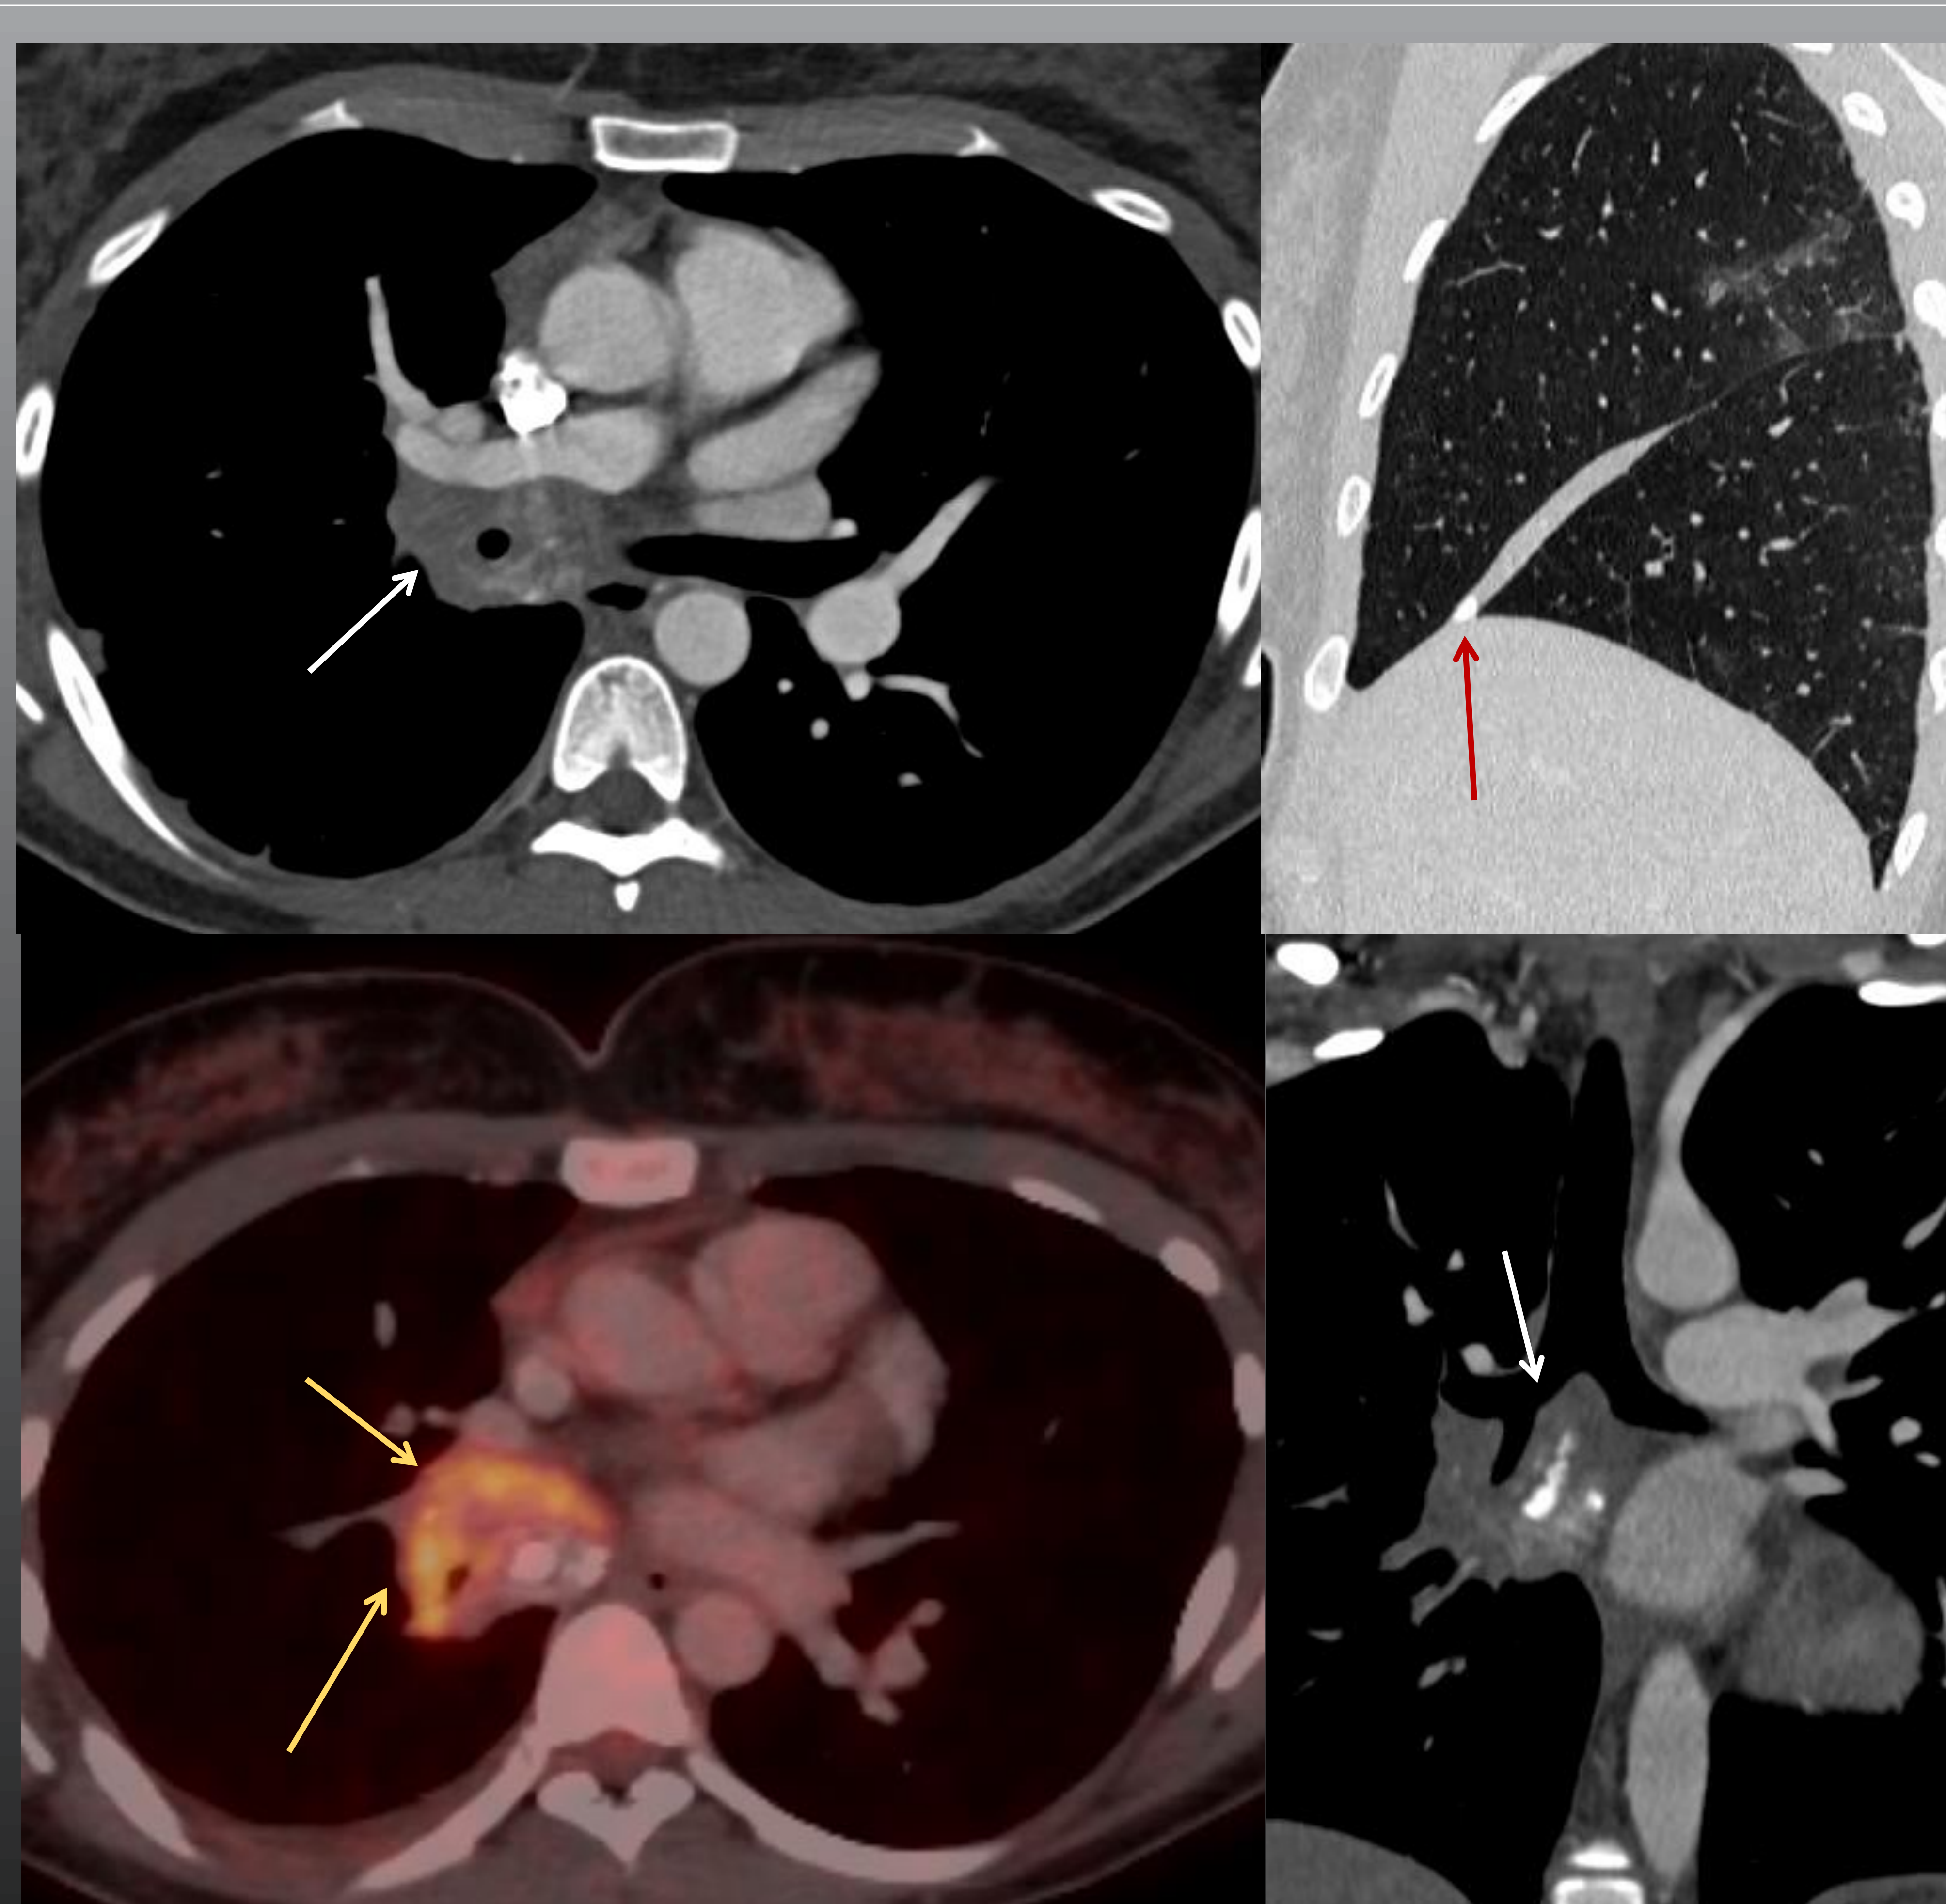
Paciente de 38 años con tos y dolor tipo pleurítico derecho. La TC muestra una lesión de aspecto infiltrativo y parcialmente calcificada rodeando las estructuras broncovasculares del hilio pulmonar derecho con extensión subcarinal (flechas blancas). La PET-TC muestra un hipermetabolismo de la lesión (SUVmáx 6.14) (flechas amarillas). Arriba a la derecha imagen en sagital y en ventana de pulmón para detallar el colapso completo del lóbulo medio así como el granuloma calcificado en su interior (flecha roja).
